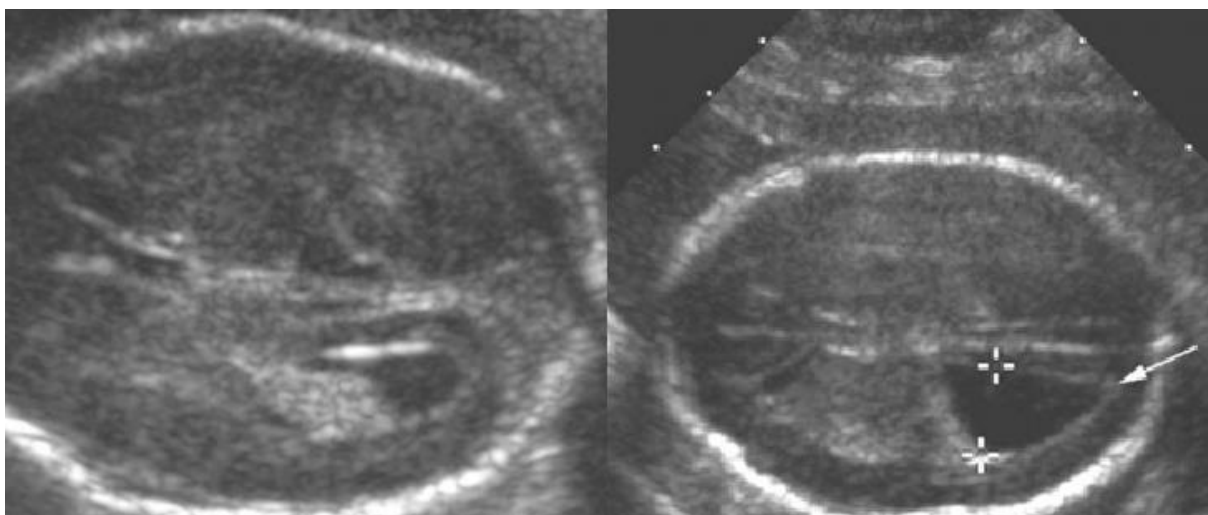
Izquierda: Plano axial de la ecografía de un feto sano, con el cuerno occipital con la forma típicamente redondeada. Derecha: Feto con Chiari II con un ventrículo de tamaño normal, pero con la forma “en punta”.
